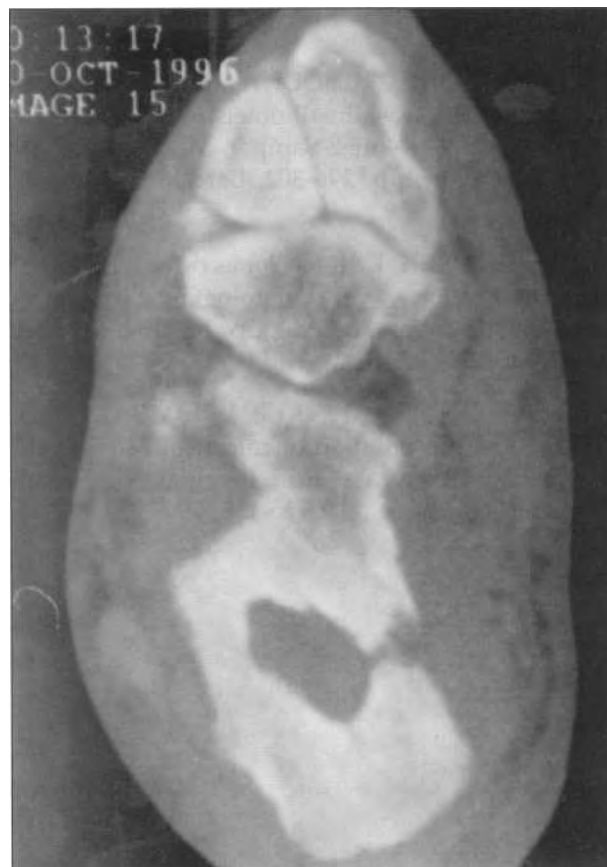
TAC del calcáneo con la osteomielitis.
